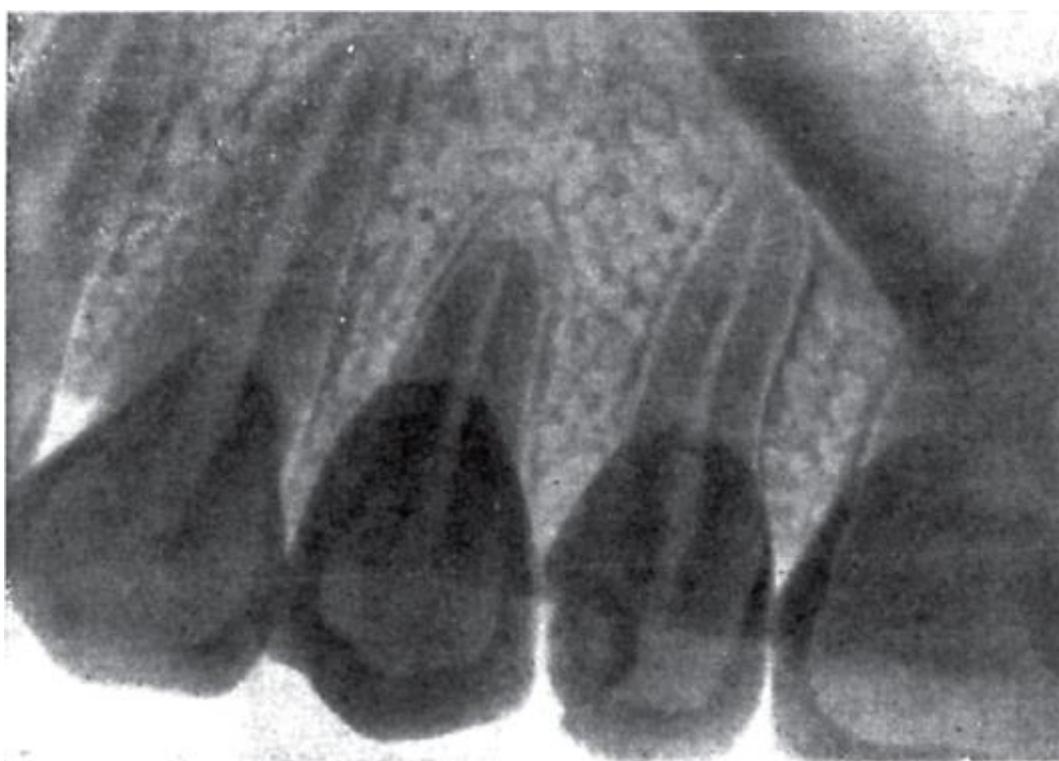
Рентгенограмма верхних клыка и премоляров
